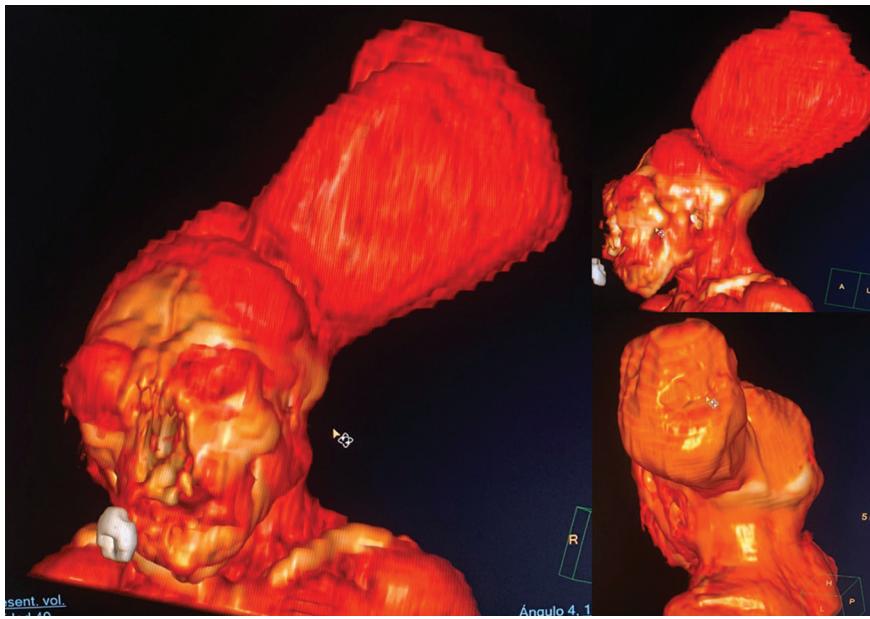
Tomografía computarizada de cráneo simple que muestra ausencia de materia encefálica en bóveda y lesión a nivel de labio y paladar.
